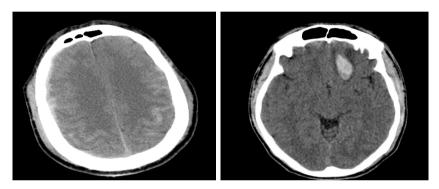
Imágenes de TC cerebral. Izquierda: HSA. Derecha: foco de contusión hemorrágico.
